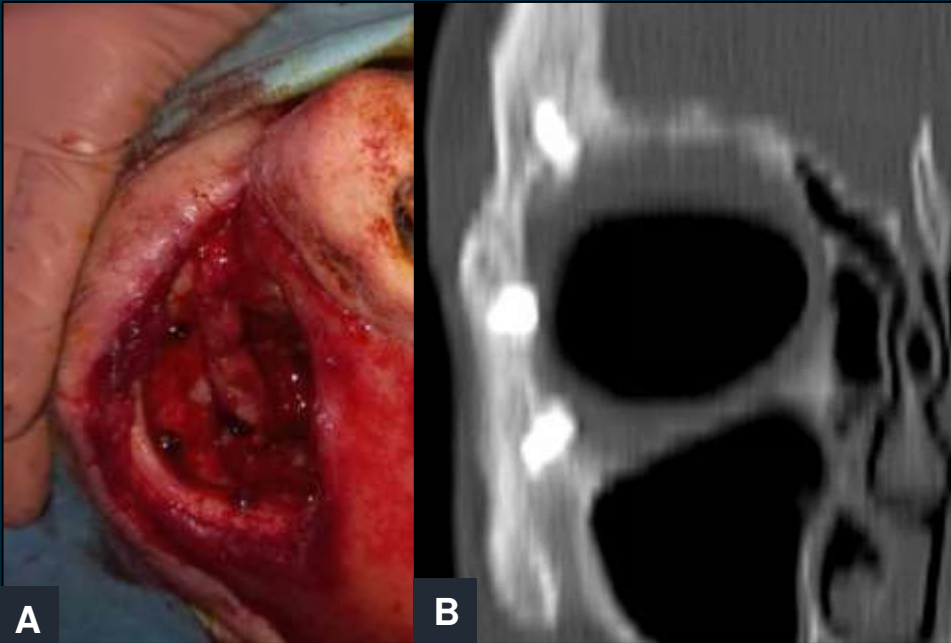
Implante osteointegrado en órbita derecha. A: imagen intraquirúrgica mostrando los implantes en el interior de la órbita. B: correlación con imagen de TC.
